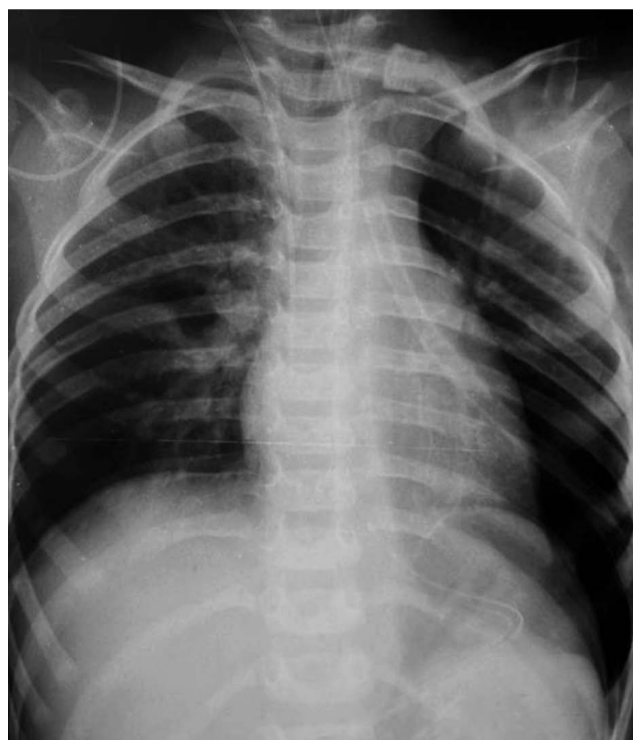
Контрольная обзорная рентгенограмма органов грудной клетки после операции.
